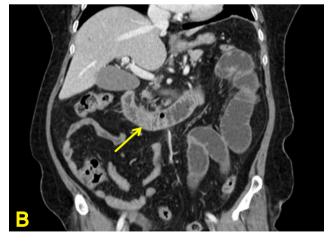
(A) Follow-up endoscopy showed no phytobezoar in the duodenal third and forth junction . (B) Abdominopelvic CT revealed phytobezoar obstructing the proximal ileum (yellow arrow).
